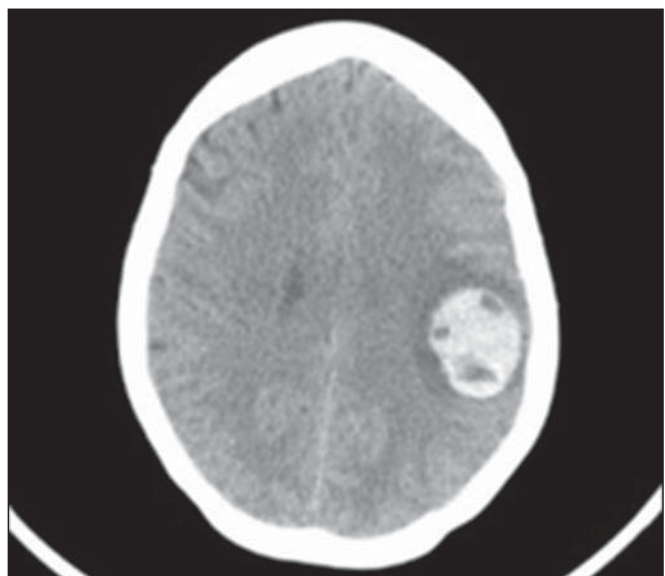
Ressonância magnética de crânio com massa encefálica sugestiva de coriocarcinoma metastático, feita em paciente de 32 anos apresentando cefaleia, dislalia e disfagia.
